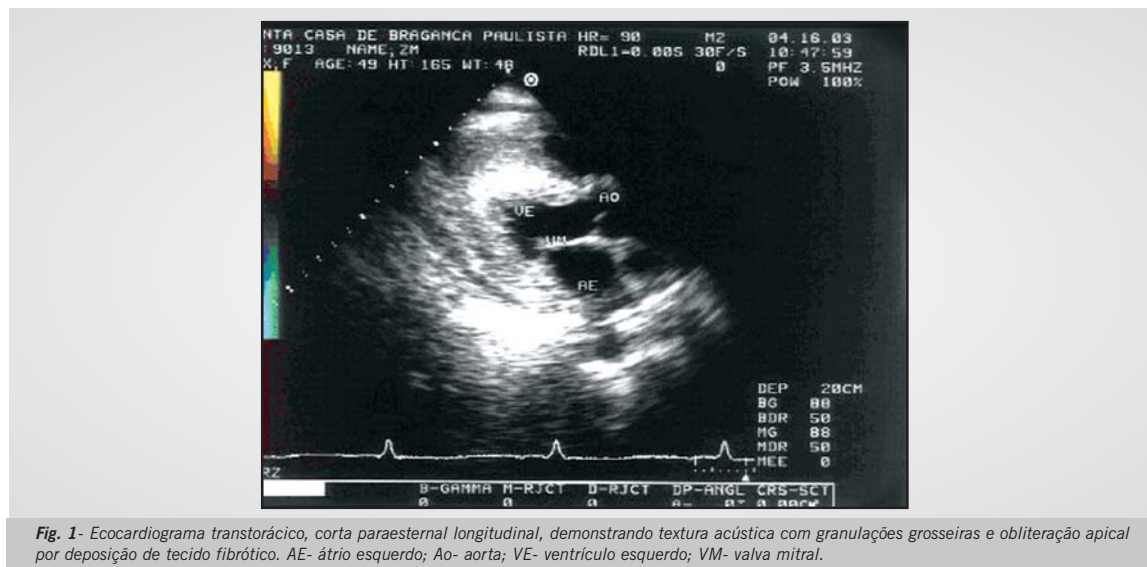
Ecocardiograma transtorácico, corte paraesternal longitudinal, demonstrando textura acústica com granulações grosseiras e obliteração apical por deposição de tecido fibrótico. AE- átrio esquerdo; Ao- aorta; VE- ventrículo esquerdo; VM- valva mitral.
